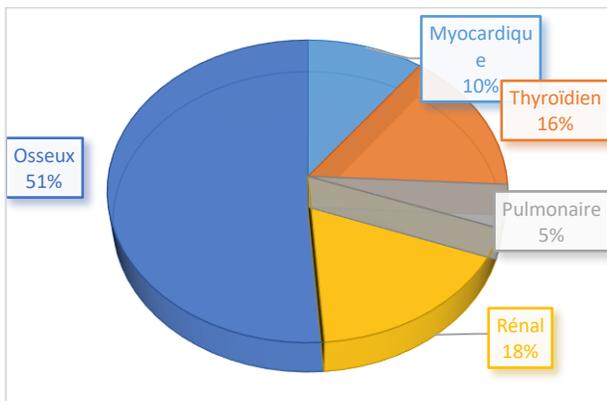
répartition des différents types de scintigraphie réalisés au CHUYO
